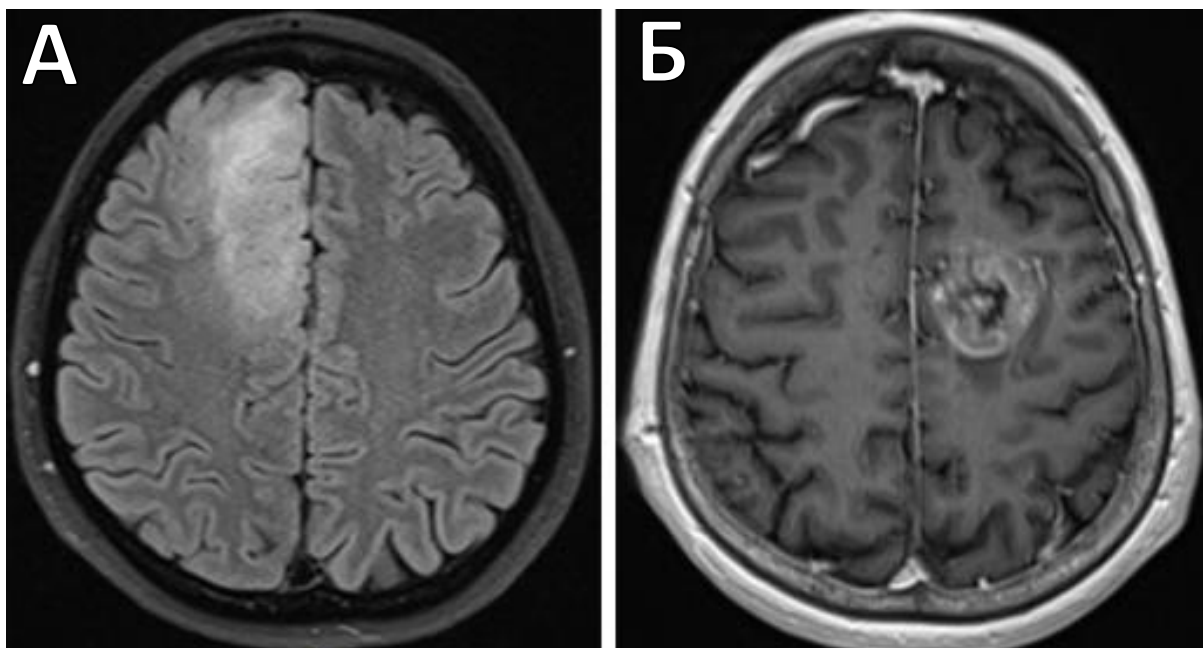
Примеры нейровизуализации опухолей ДМО: А. МРТ головного мозга пациента с глиомой низкой степени злокачественности, расположенной в правой ДМО (последовательность T2-ВИ FLAIR в аксиальной проекции). Б. МРТ головного мозга пациента с глиомой высокой степени злокачественности, расположенной в левой ДМО (последовательность T1-ВИ в аксиальной проекции после внутривенного введения контрастного препарата)
